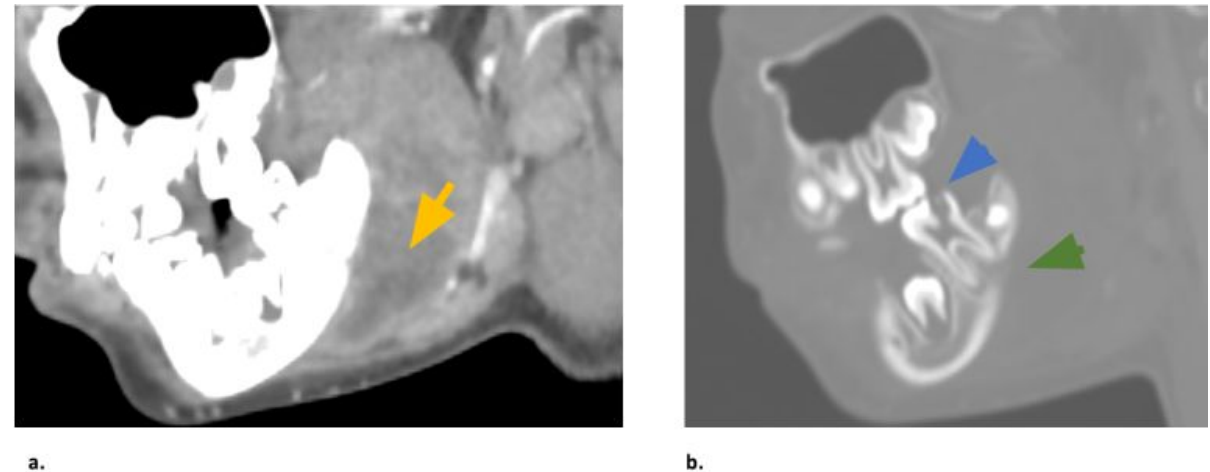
(a) Imagen sagital de TC con ventana de tejidos blandos e (b) imagen sagital de TC con ventana ósea. Primer molar inferior derecho definitivo con caries (flecha azul) asociada a una zona de alteración en la corteza lingual adyacente (flecha verde) y a un absceso odontogénico submandibular (flecha amarilla).
